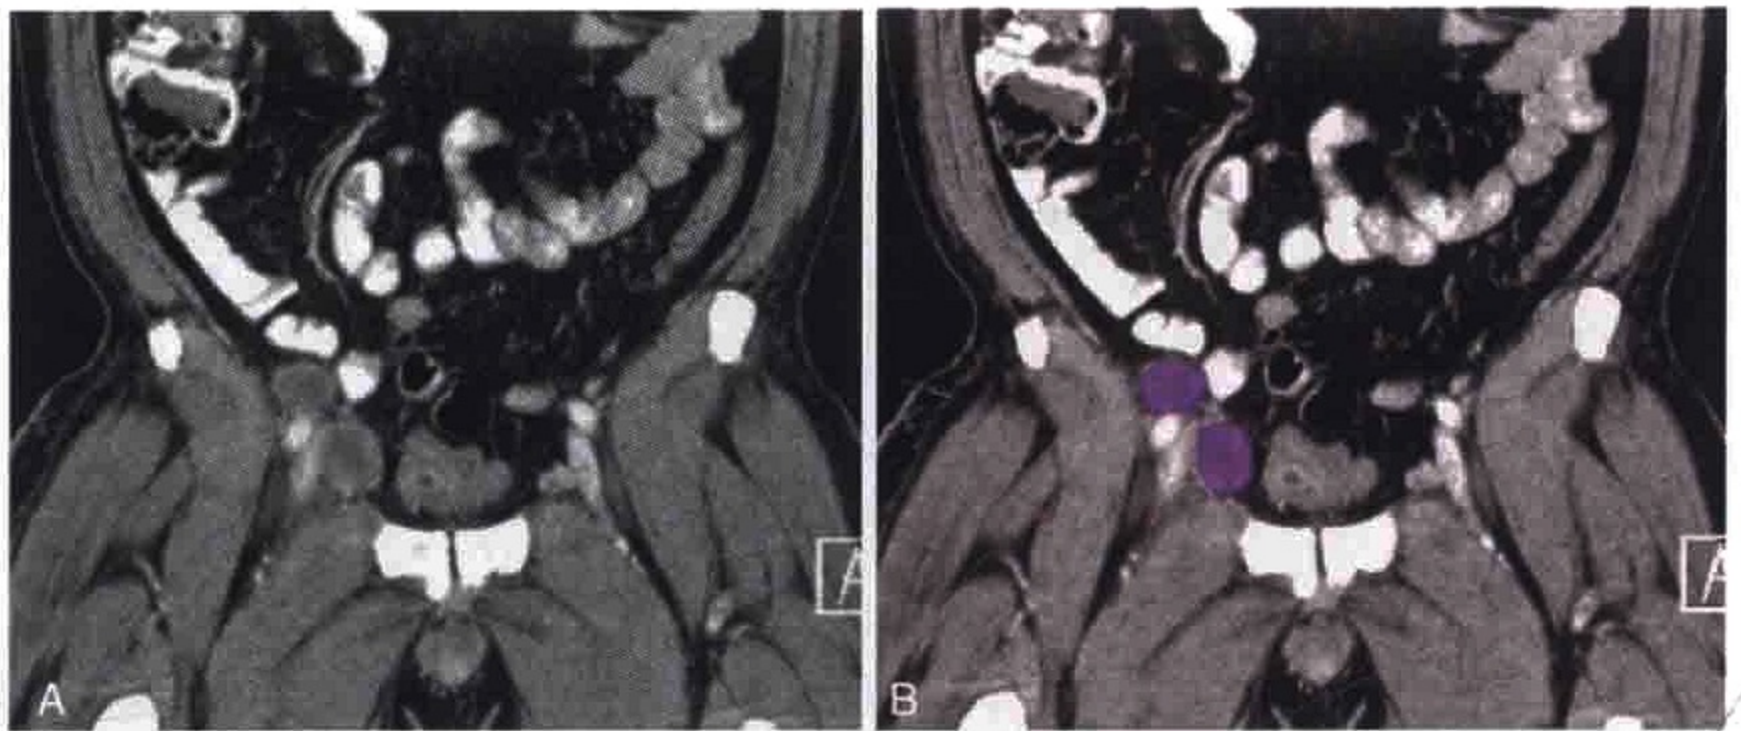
冠状位 CT 重组图像示阴茎癌患者右侧髂外淋巴结转移（紫色）
